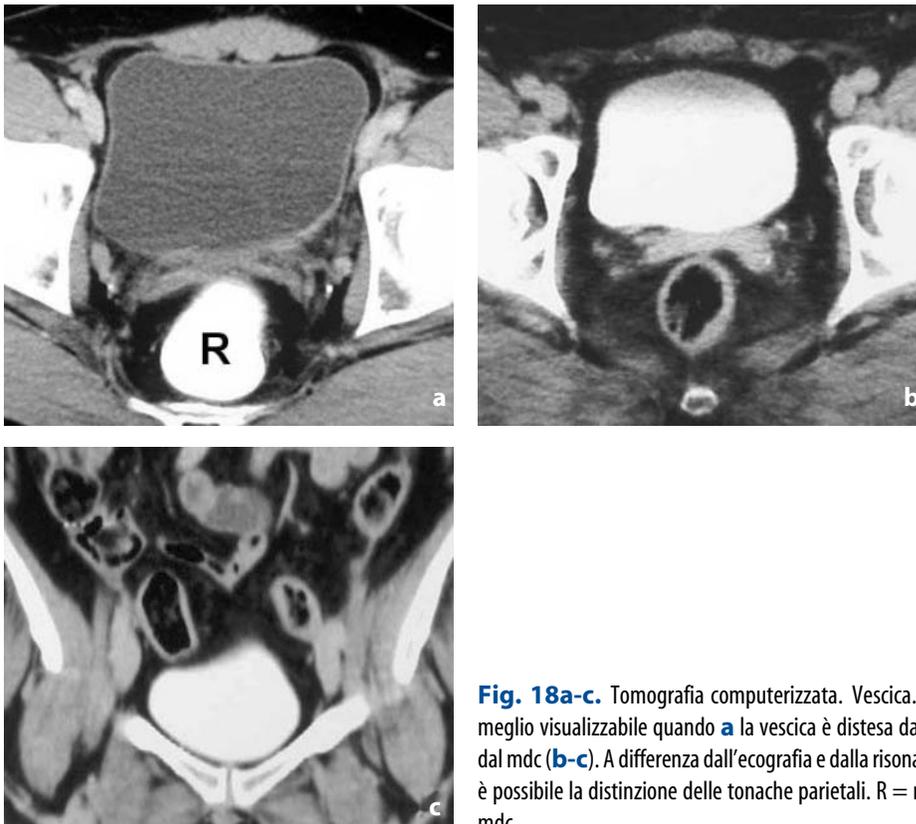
Tomografia computerizzata. Vescica. La parete è sottile, meglio visualizzabile quando a la vescica è distesa da urina piuttosto che dal mdc (b-c). A differenza dall'ecografia e dalla risonanza magnetica, non è possibile la distinzione delle tonache parietali. R = retto, opacizzato dal mdc
